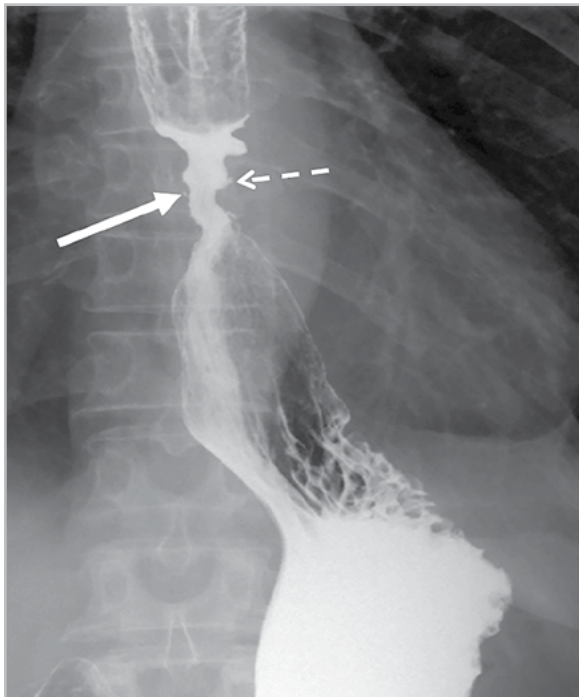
Прицельная рентгенограмма кардиоэзофагеальной зоны с пероральным контрастированием в прямой проекции пациента А., 32 года. Осложнение фундопликации по Ниссену (2013). Определяется рентгенологическая картина полного разворота манжеты, укорочения пищевода, ГПОД, стриктуры (толстая стрелка) и язв в области стриктуры (пунктирная стрелка)
